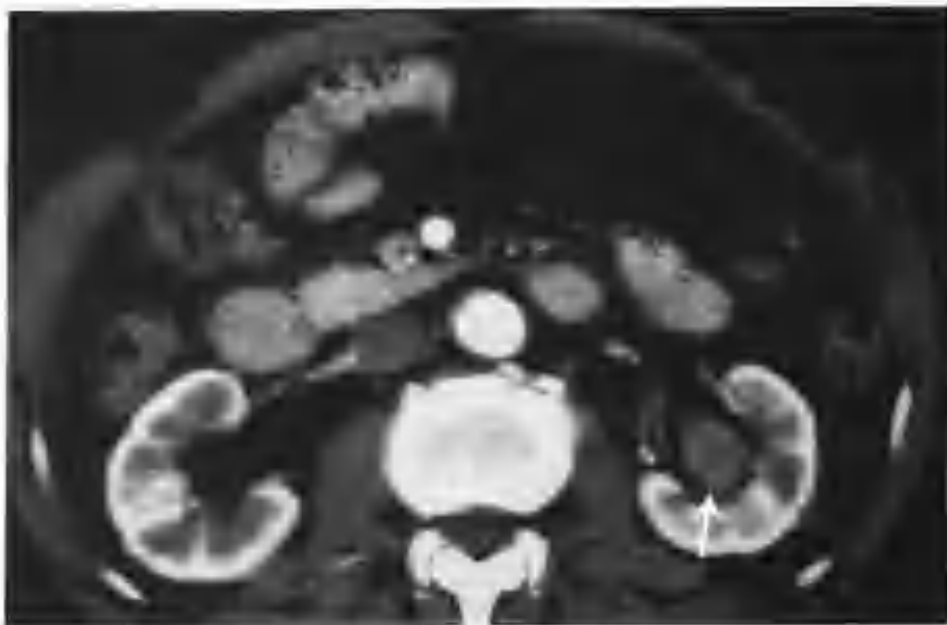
与图 2-2-18 为同一病例，增强扫描肾皮质期癌灶不均匀轻中度强化，CT 值 70-79HU (箭头)
